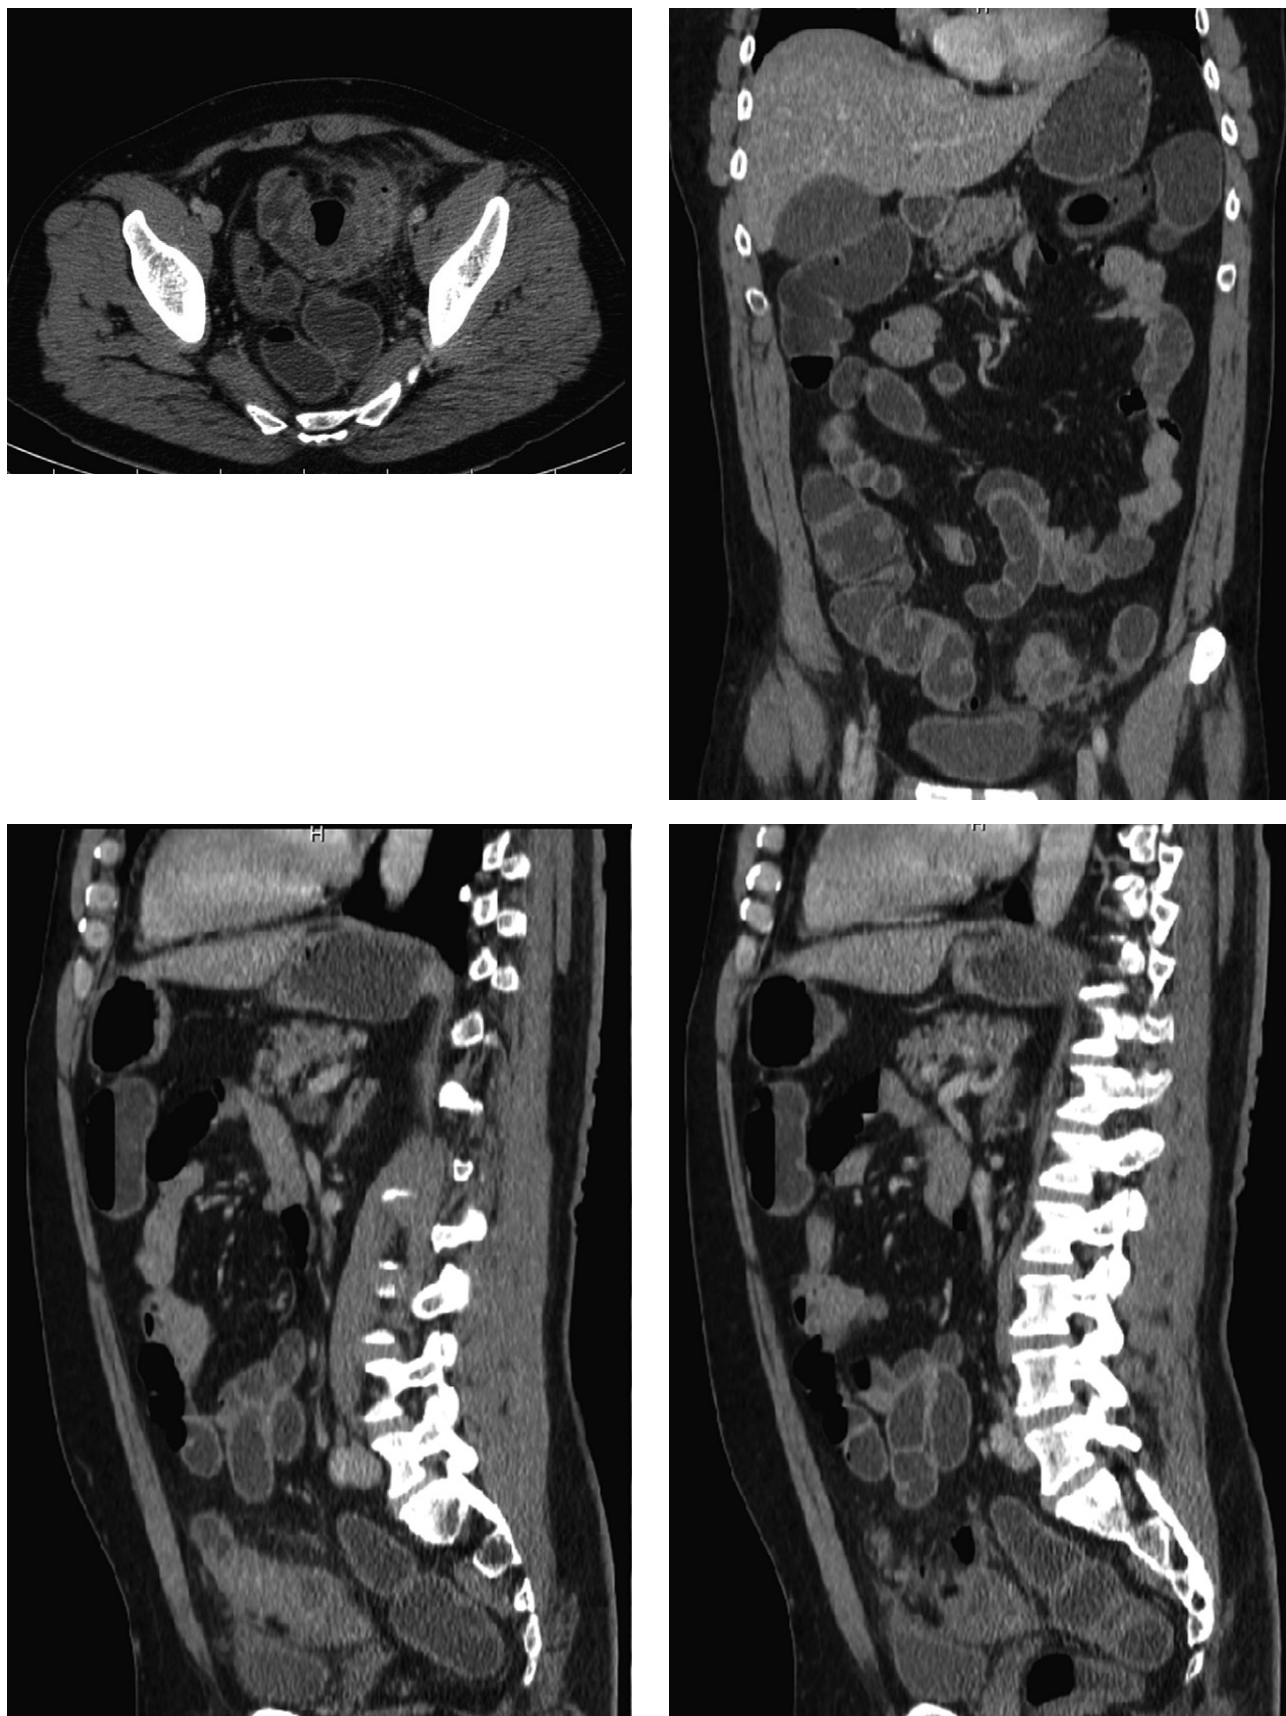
CT – akútna divertikulitída – multiplanárna rekonštrukcia.
